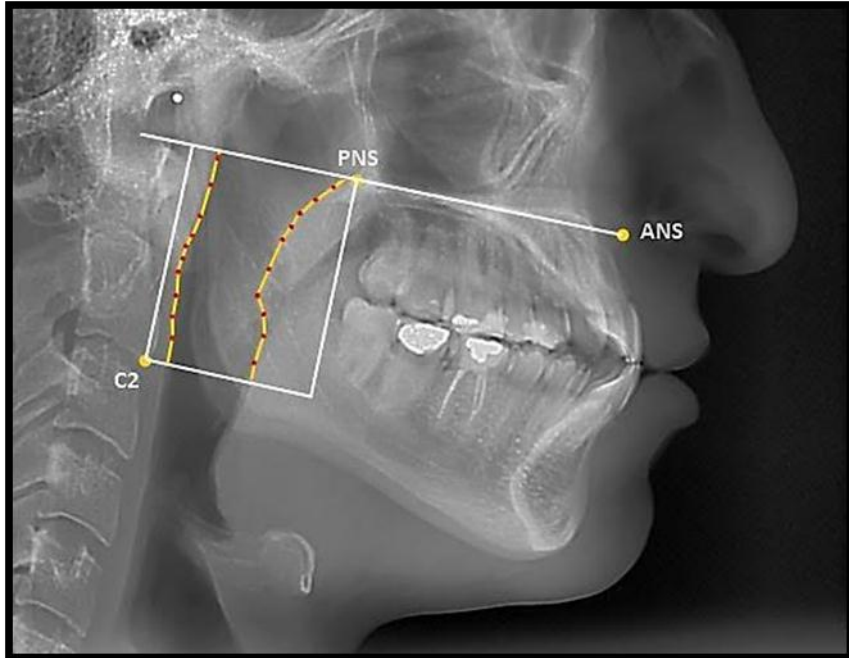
Sefalometrik radyografide ölçüm için belirlenen noktalar
